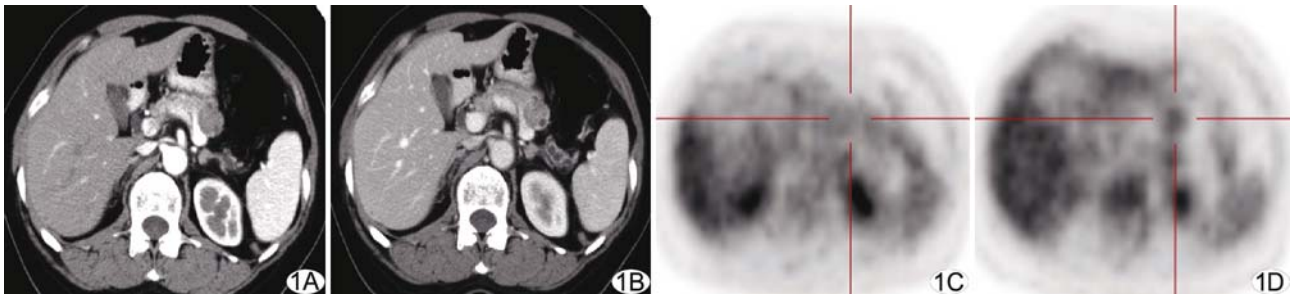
胰体尾部 2.2 cm 等密度小结节,平扫 CT 值 40~47 HU,动脉期(A)显著不均匀强化,CT 值约 70~75 HU,静脉期(B)升高为 100~106 HU。结节边界清楚,轻度突出包膜,中心密度较低并伴小囊样改变,邻近血管受推移,远侧胰管串珠样扩张,胰尾萎缩。¹⁸F-FDG 显像结节早期呈等¹⁸F-FDG 摄取,SUV_{max}为 1.3(C),延迟后 SUV_{max}为 1.7,略高于胰腺实质(D)
